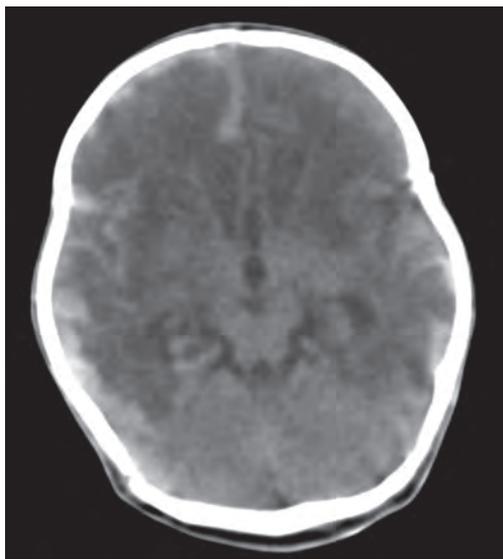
КТ, нативный срез. Энцефаломиелит: в лобно-теменных долях зоны пониженной плотности. В расширенных субарахноидальных пространствах жидкость повышенной плотности (до 20–25 HU), яркие извилины мозга.
